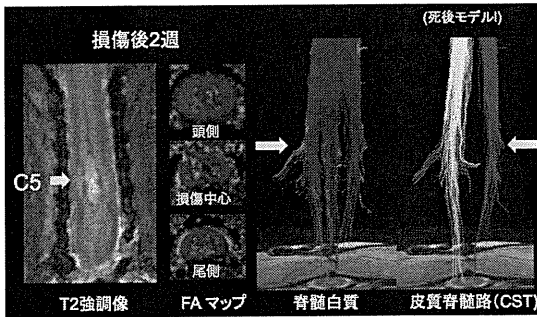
損傷後2週MRI像 (左:T2強調画像、中央:FAマップ、右:DTT)
